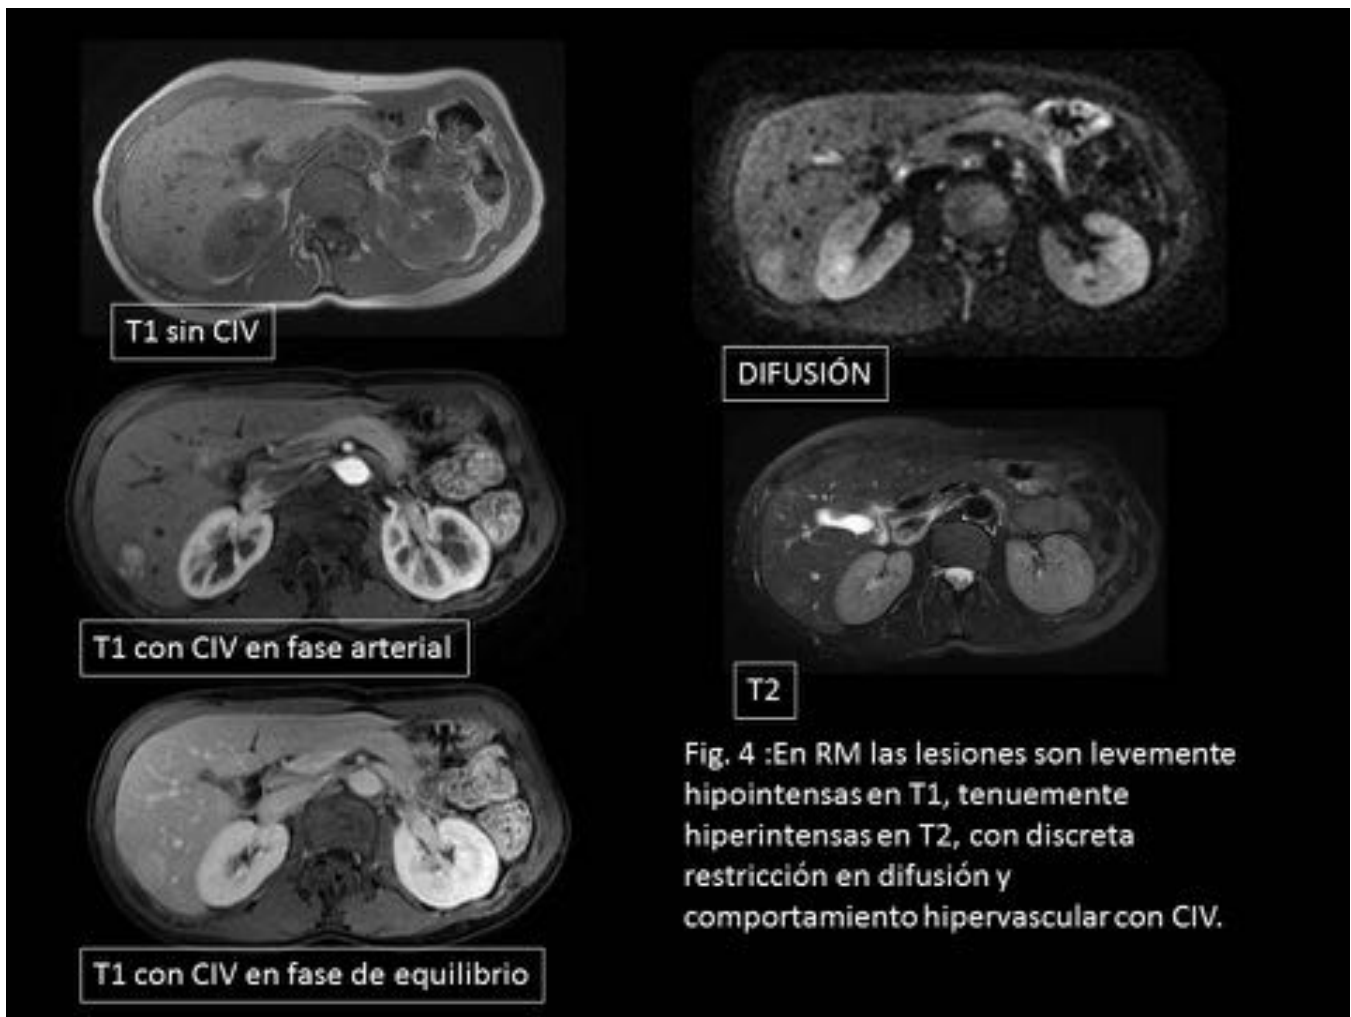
En RM las lesiones son levemente hipointensas en T1, tenuemente hiperintensas en T2, con discreta restricción en difusión y comportamiento hipervascular con CIV.
